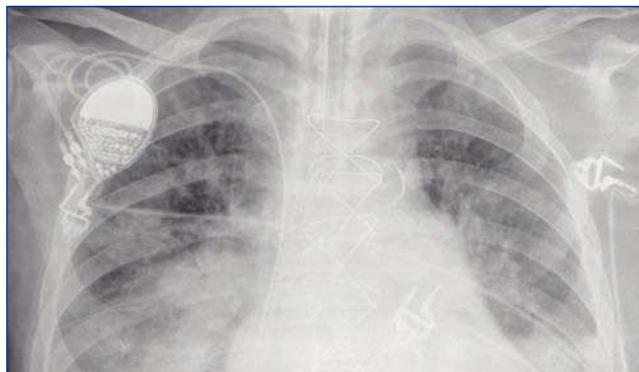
Radiografía de tórax que muestra infiltrados pulmonares bilaterales.
